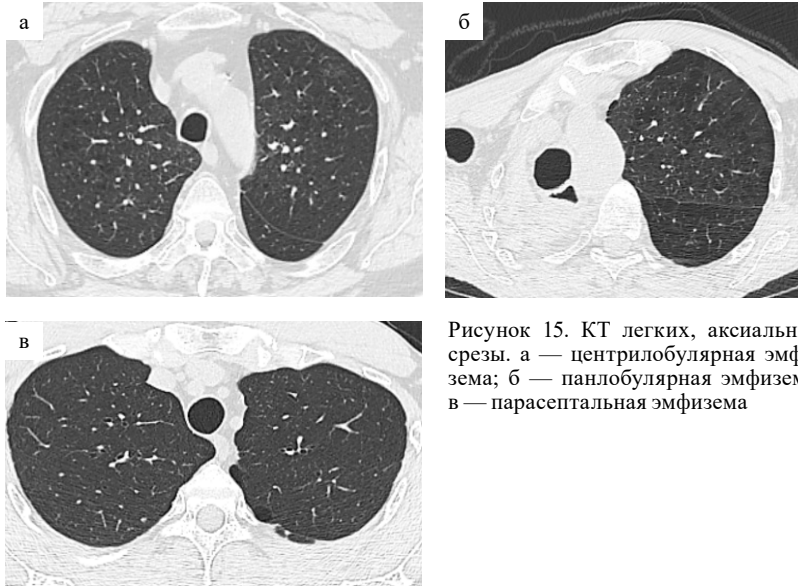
КТ легких, аксиальные срезы. а — центрилобулярная эмфизема; б — панлобулярная эмфизема; в — парасептальная эмфизема
